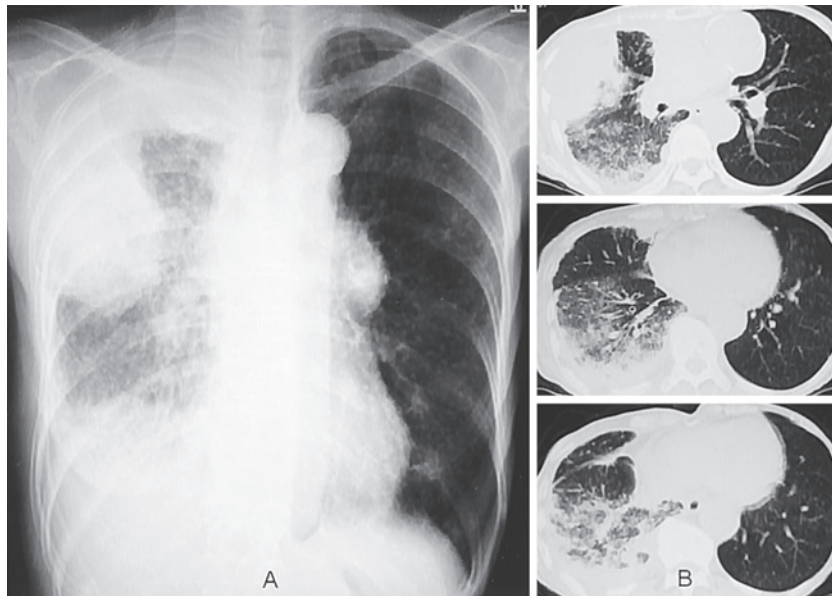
Chest radiograph (A) and CT image (B) before the administration of gefitinib (January 2009) show a large mass shadow with pleural thickening, multiple nodules, and ground-glass opacities in the right lung field, suggesting advanced lung cancer with pleural dissemination, intrapulmonary metastasis, and lymphangitis carcinomatosa.
